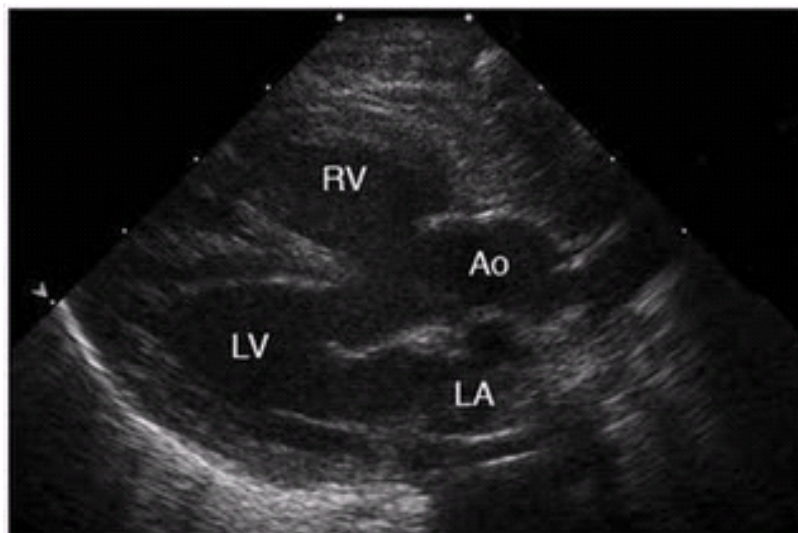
Ecografía transtorácica cardíaca. Eje paraesternal largo. Obsérvese la CIV con acabalgamiento de la aorta. RV: ventrículo derecho, LV: ventrículo izquierdo, Ao: aorta, LA: aurícula izquierda.
